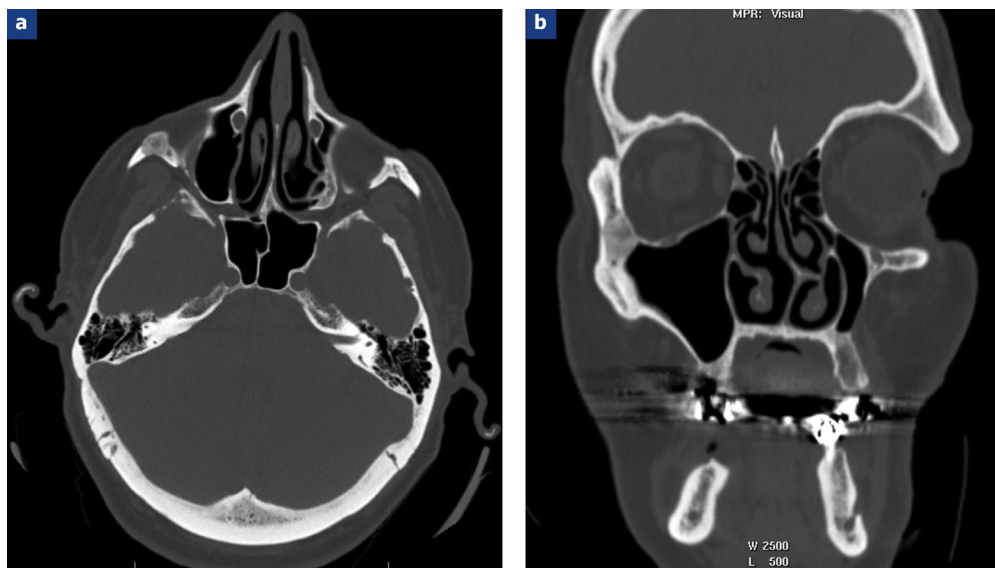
a et b : images TDM en coupe axiale et coronale montrant une lésion bien délimitée constituée d'une lésion centrale hypodense correspondant au nidus et d'un liseré périphérique hyperdense.
